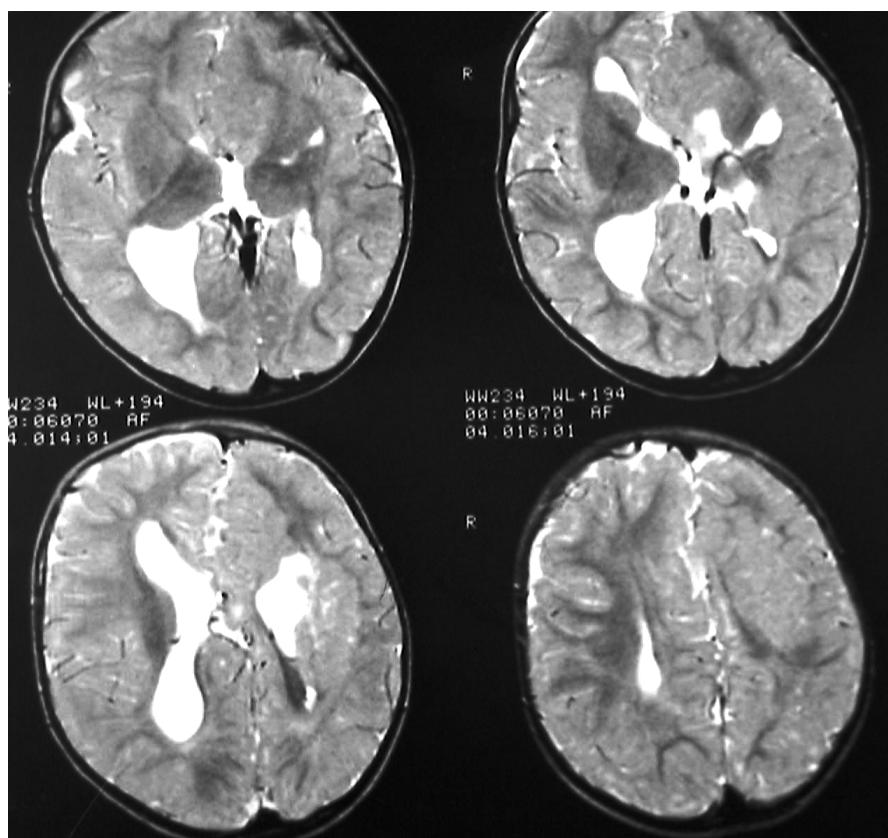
МРТ (T2-взвешенное изображение).
